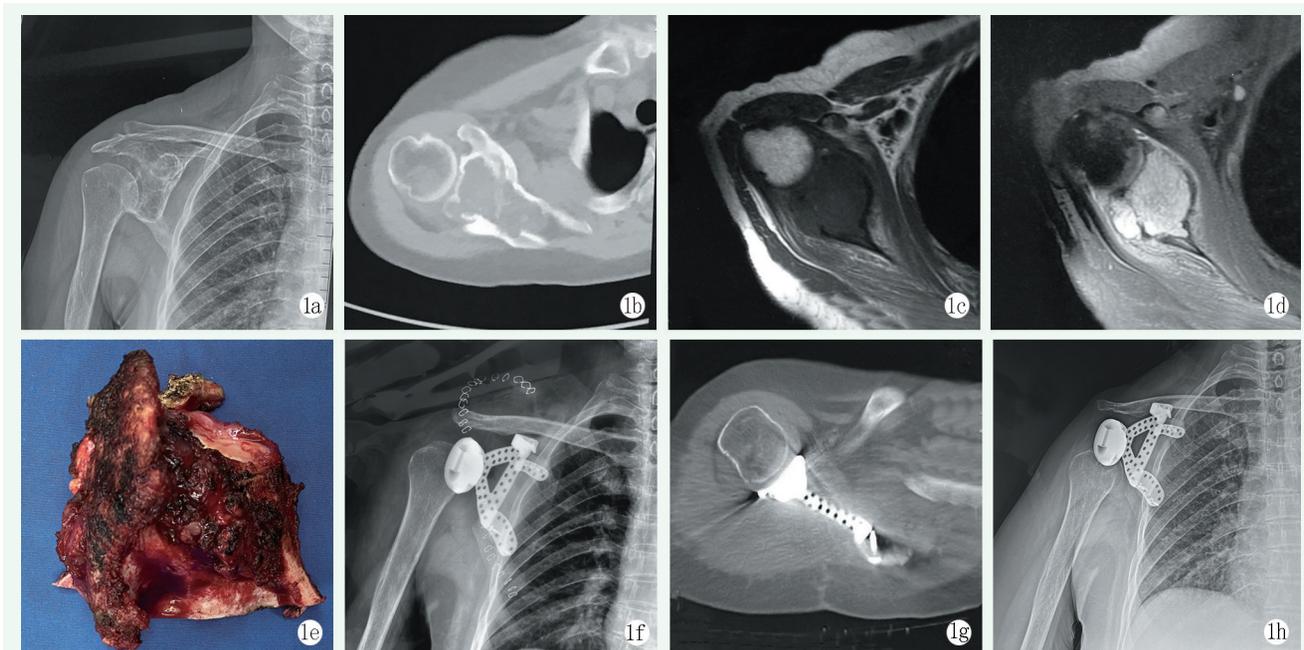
患者，女，52岁 1a: 术前X线片显示右侧肩胛颈占位性病变，形态不规则，密度不均匀 1b: 术前CT提示肩胛颈溶骨膨胀性病变，皮质破坏，瘤内见点状成骨 1c, 1d: 术前MRI提示肩胛颈占位，T1加权限低信号，T2加权限高信号，周围软组织水肿，界限不清，考虑恶性病变 1e: 肿瘤大体上侵犯肩胛颈，大小约6 cm×5 cm×4 cm，切面可见大量软骨组织 1f, 1g: 术后复查X线片和CT提示肱骨头在位，肩胛骨假体在位 1h: 术后8个月复查X线片提示肱骨头下脱位
